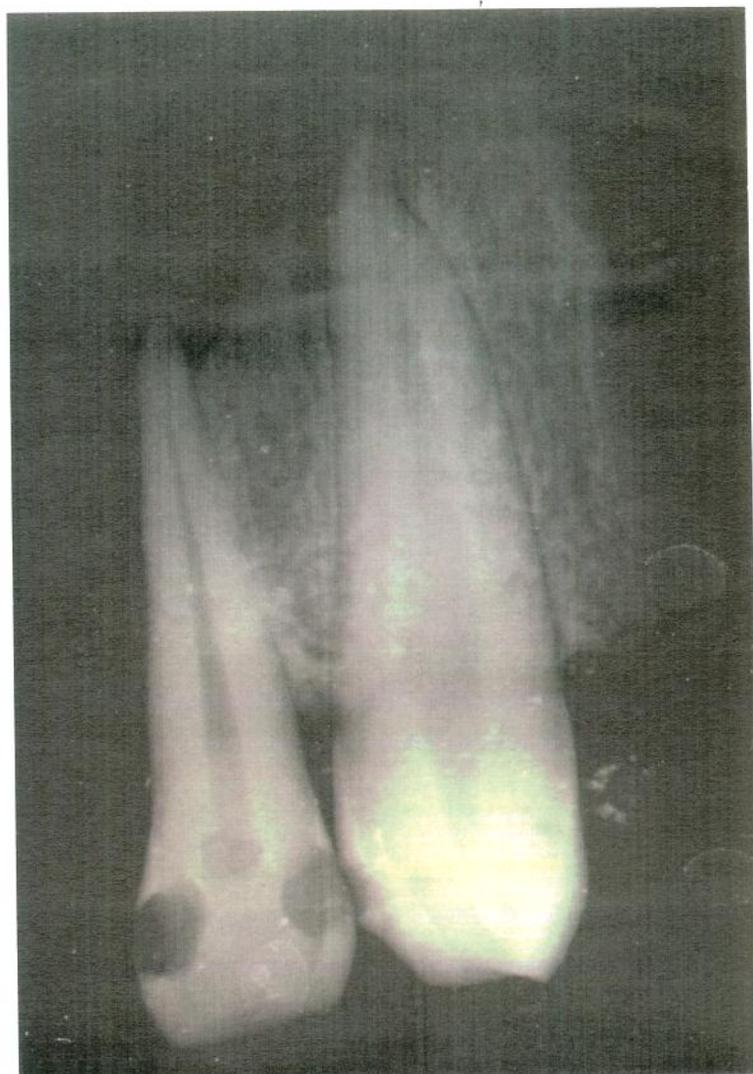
Radiografia da região fraturada do maxilar direito demonstrando pontos metálicos.
